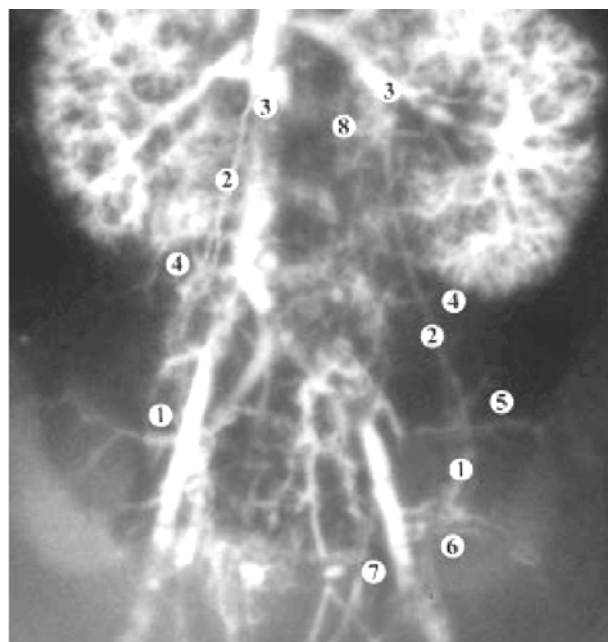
Рентгеновазозаграма плода людини 200,0 мм тім'яно-п'яркової довжини. Венуальні судини заповнені контрастною сумішшю на основі свинцевого сурика. 1 – внутрішньоорганні вени яєчка; 2 – яєчкові вени; 3 – місце впадіння яєчкової вени в нижню порожнисту (права) та ліву ниркову (ліва); 4 – анастомоз міхурового венозного сплетення з венами передньобічної стінки живота; 5 – анастомоз міхурового венозного сплетення з венами очеревини; 6 – анастомоз міхурового венозного сплетення з поверхневими венами стегна, венами передньої черевної стінки; 7 – міхурове венозне сплетення; 8 – анастомоз міхурового венозного сплетення з венами сечовода та висхідною поперековою веною.
